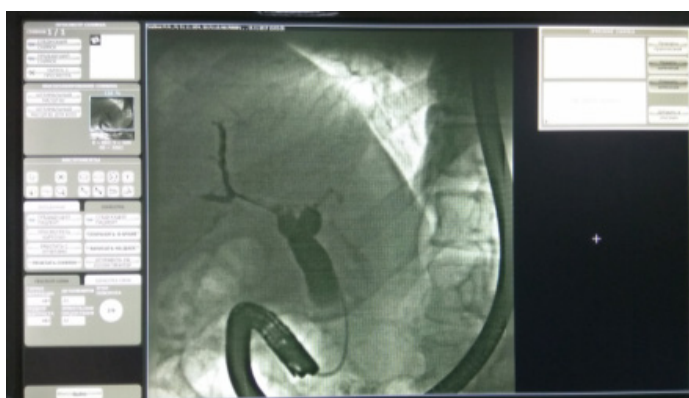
Рентгенологічний приймач «ІОНА-Х» у комплекті зі стійкою S-30Ц використовується разом з пересувним рентгенапаратом в 66 ВМГ
